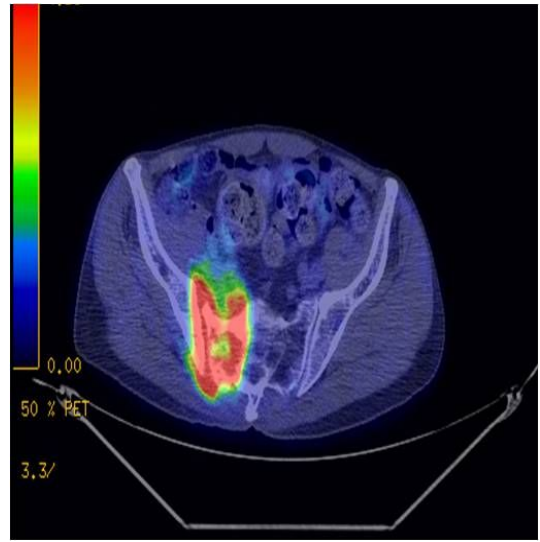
The axial PET-CT image shows mass in right sacrum and ilium with FDG hypermetabolism, suggesting malignant tumor (SUV 12.0). FDG: fluorodeoxyglucose, SUV: standard uptake value.
